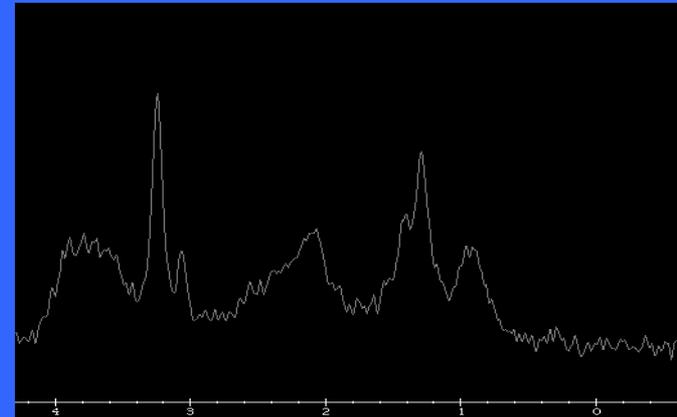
IRM de glioblastome
